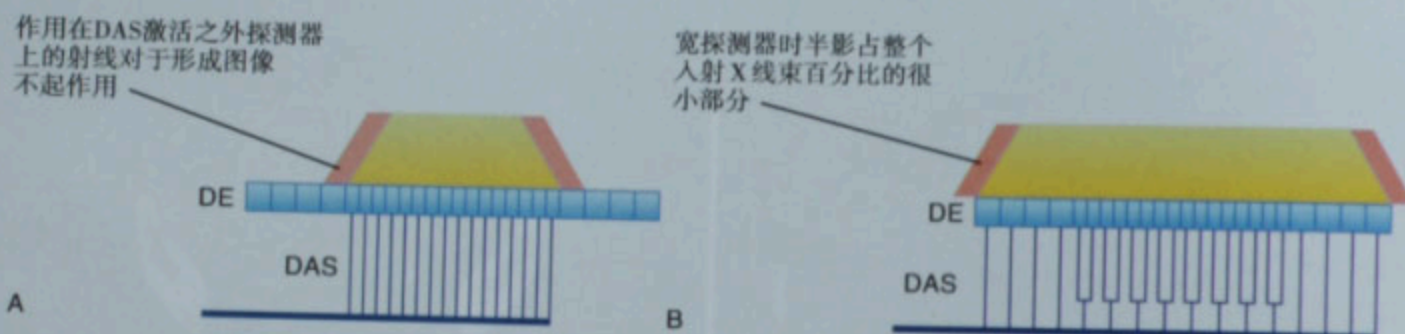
图示 16 排 CT 在窄(A)和宽(B)准直仪的情况下入射 X 线束(黄色),边缘处以红色显示“多余”或“浪费”的射线半影。DAS:数据采集系统,DE:探测器
